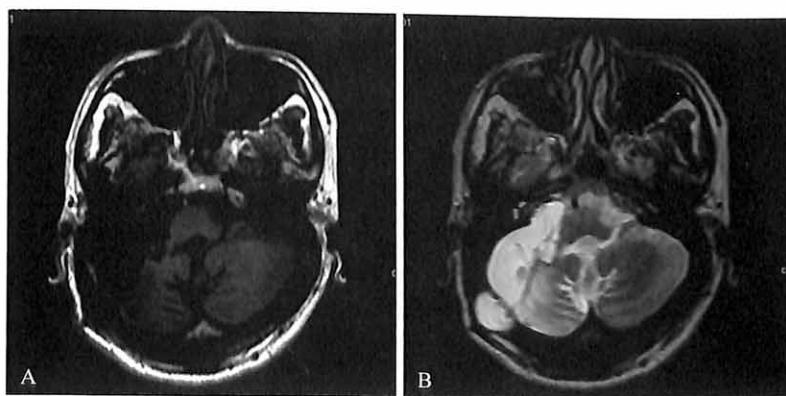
左侧三叉神经瘤术后 MRI 复查显示术区出血合并双侧颞枕部硬膜下出血，呈短 T_1 (A)、长 T_2 高信号影 (B、C)
